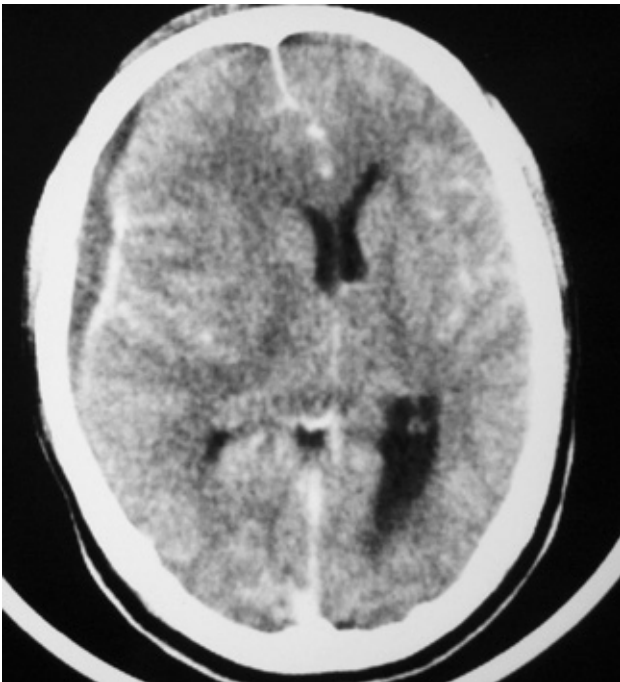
TAC craneal: lesión subdural hipodensa con realce periférico lineal y edema cerebral con borramiento de la cisterna basilar y desplazamiento de la línea media. Compatible con empiema subdural.
